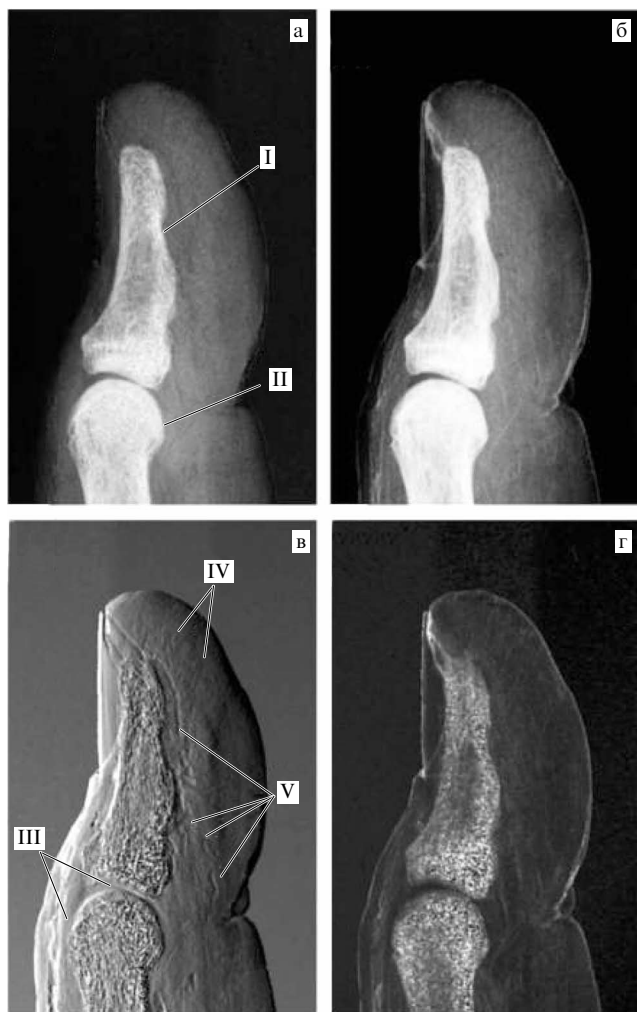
Рентгеновские изображения *in vitro* большого пальца человека размером $2 \times 3 \times 6 \text{ см}^3$: (а) рассчитанное абсорбционное изображение, (б) абсорбционное изображение, (в) рефракционное изображение, (г) экстинкционное изображение. Наблюдаемые анатомические структуры: I и II — проксимальные и дистальные фаланги; III — сухожилие; IV — соединительная ткань; V — кровеносные сосуды [27].
